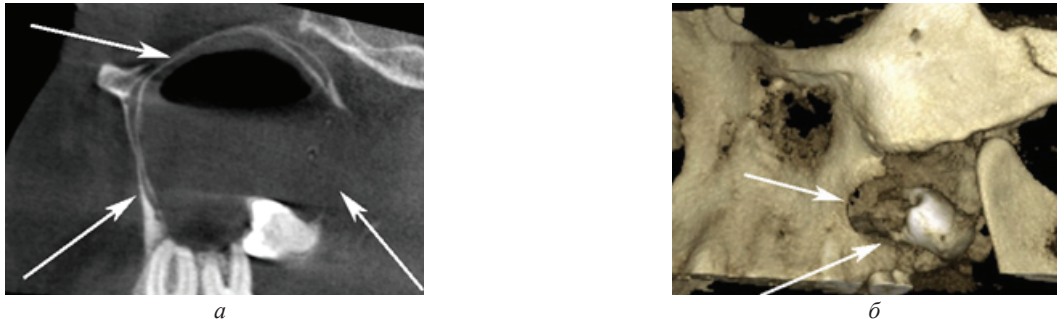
Компьютерная томограмма (а) с 3D-реконструкцией (б) лицевых костей больной с фолликулярной кистой, расположенной на верхней челюсти (указана стрелками)
